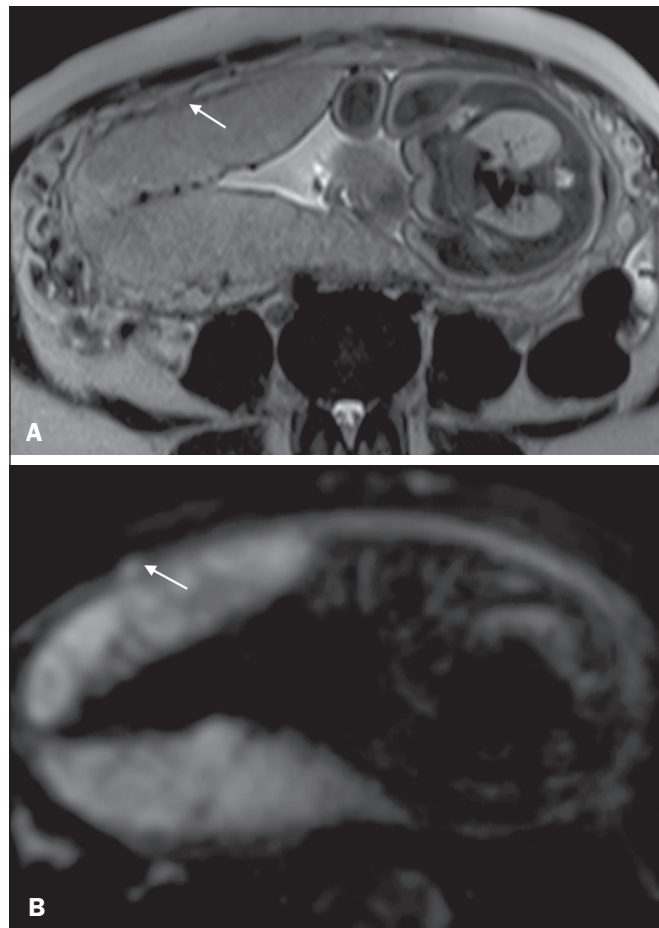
T2 axial HASTE (A) e T2 axial DWI (B). Paciente de 39 anos com ruptura focal do miométrio (setas).
